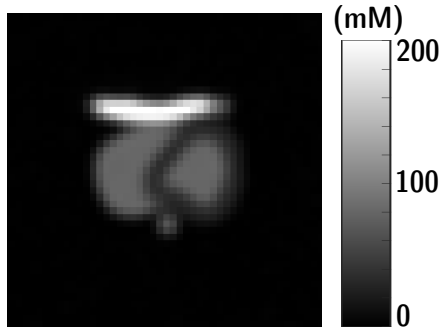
Mit den Masken, den jeweiligen Natriumkonzentrationen und Relaxationseigenschaften des Blutvolumens, des Herzmuskels, der Aorta und der Rippen wurden kardiale ^{23}Na -MRT-Daten simuliert. Die Abbildung ist reproduziert von Lott et al. [2019] mit freundlicher Genehmigung von *John Wiley and Sons*, Lizenznr. 4775340334895, 24.02.2020.
